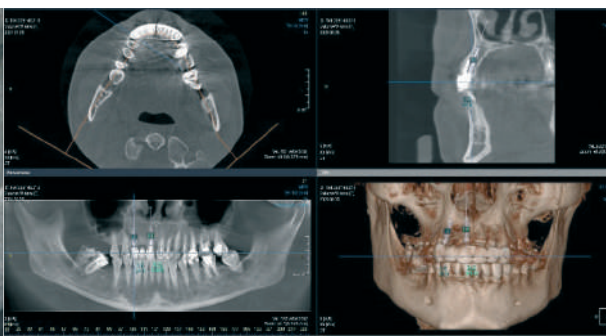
Tomografie cu fascicol conic
